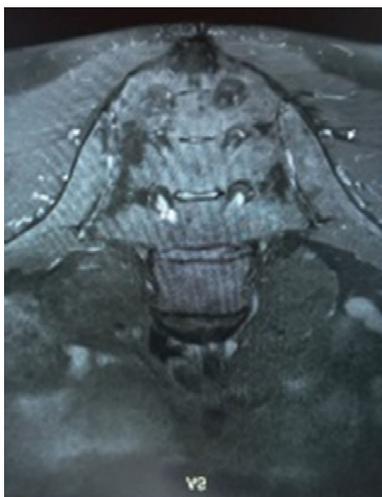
МРТ крестцово-подвздошных сочленений на фоне лечения. Двусторонний неактивный сакроилеит
